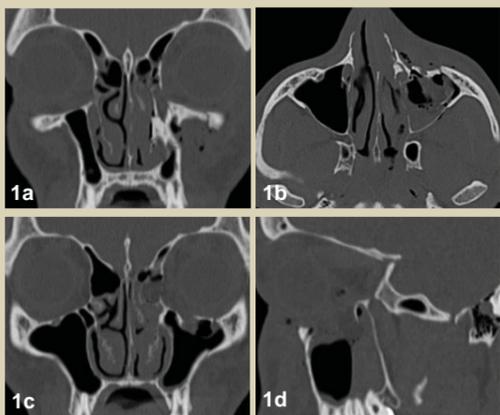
Präoperative Computertomographie des Mittelgesichts mit koronarer (a, c), axialer (b) und sagittaler (d) Darstellung des Frakturmusters sowie 3D-Rekonstruktion (e).
